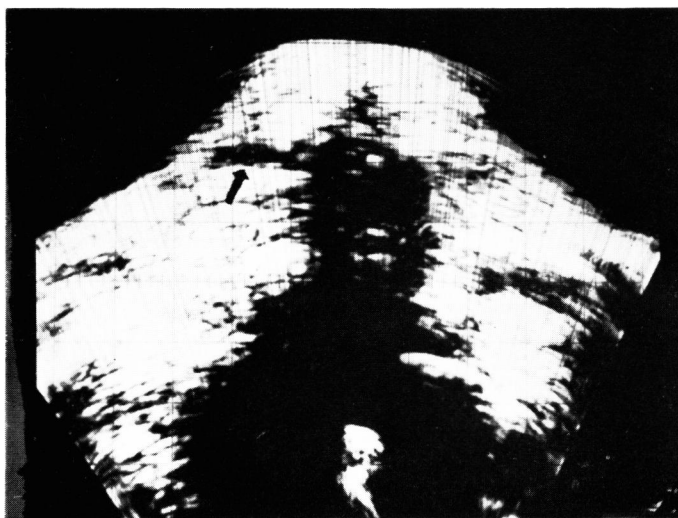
Ultrasonography revealed a mass (arrow) lateral to the upper pole of the thyroid gland.
